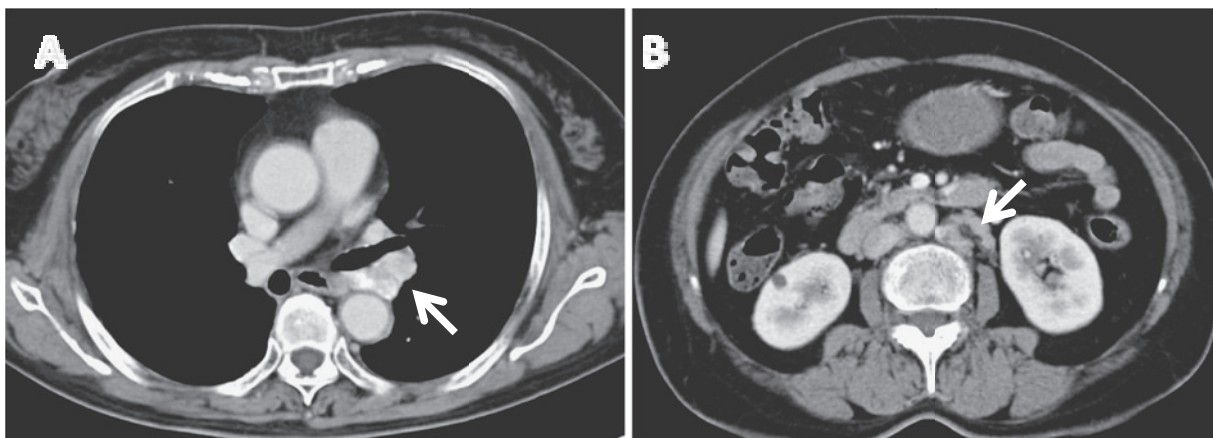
Computed tomography (CT) scans in 2005 show mediastinal and abdominal lymph nodes with slight calcification (A, B).
